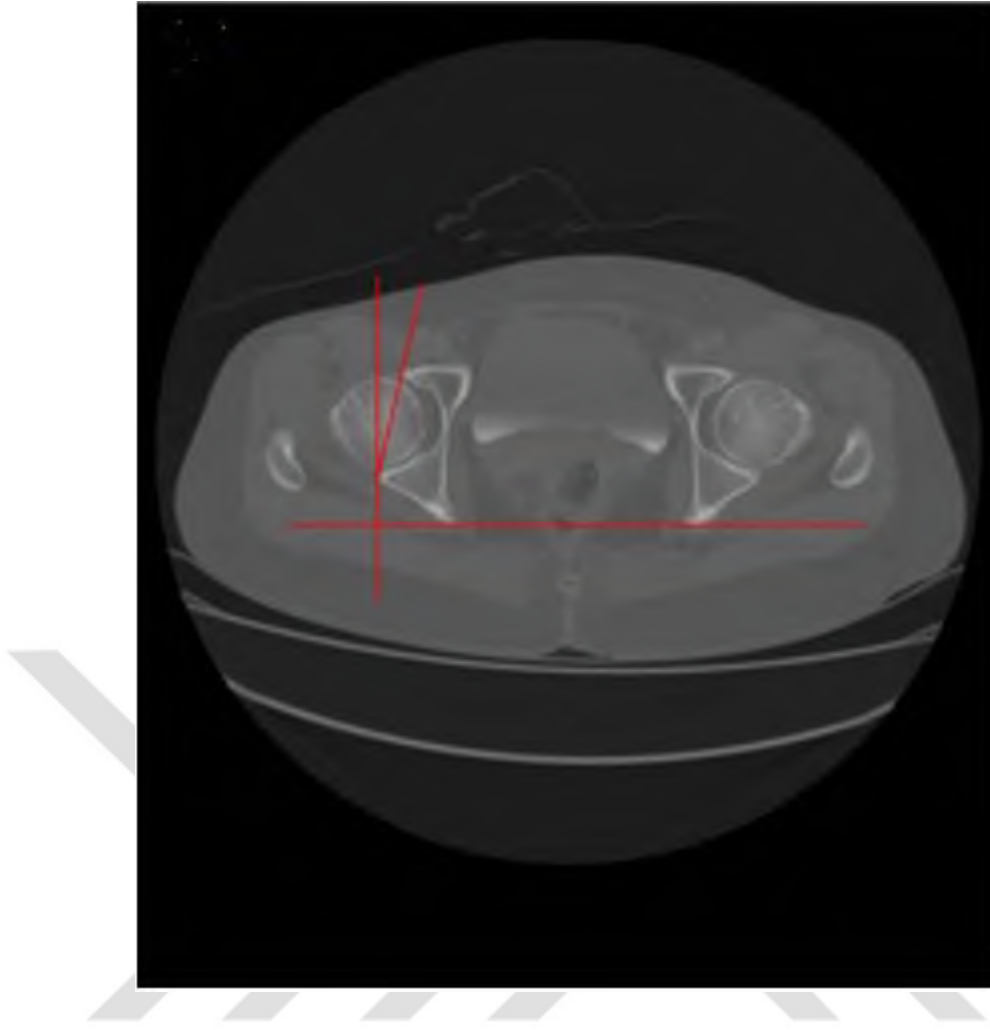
İki boyutlu (2D) BT ile asetabular anteversiyon ölçümü (Tönnis ve ark (1) 'dan alınmıştır.)
